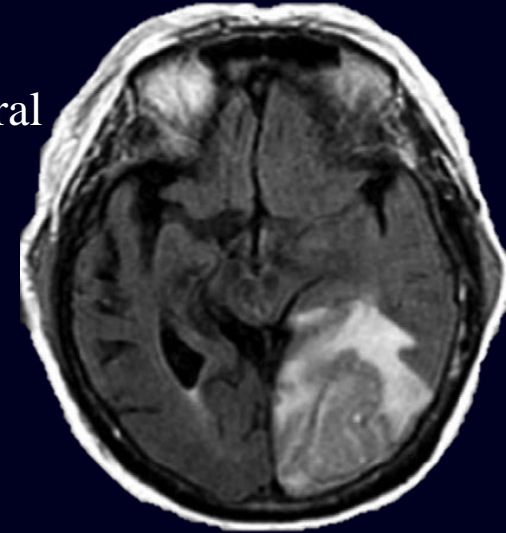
Imagerie IRM typique abcès pyogène
